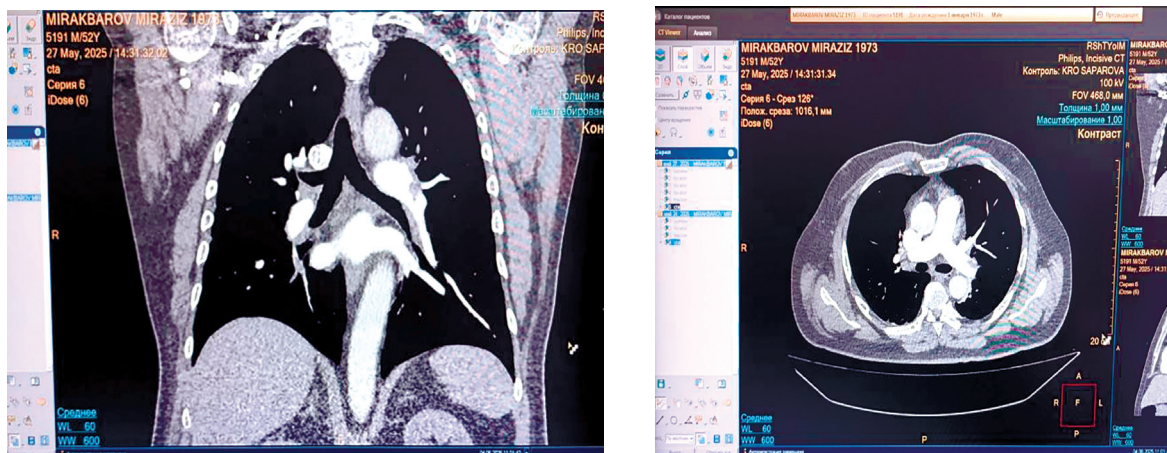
КТ-ангиография (после лечения 27.05.2025 г.): восстановление проходимости лёгочной артерии
